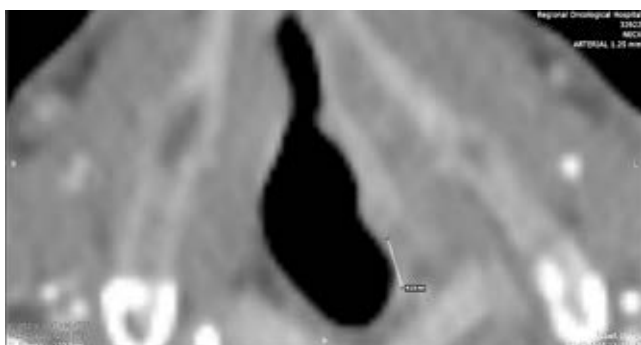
Пациента Ц., 68 лет. МСКТ, аксиальная плоскость. Расстояние от новообразования голосовой складки до задней комиссуры 4,1 мм
